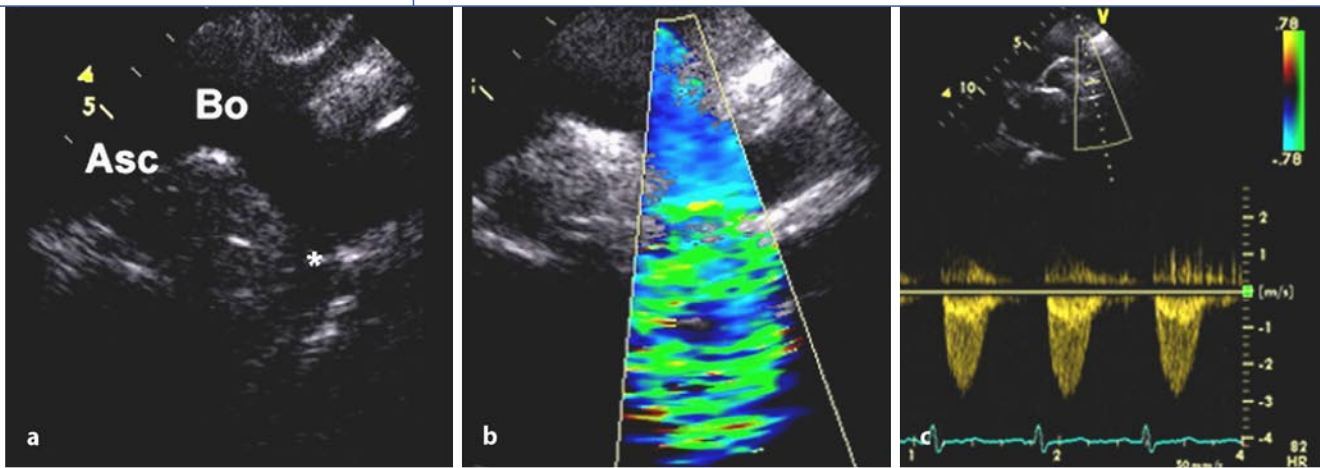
▲ Aortenisthmusstenose (transthorakale Echokardiographie, suprasternaler Blickwinkel). (a) Darstellung des Aortenbogens. Im Übergang zur proximalen Aorta descendens ist die Aortenisthmusstenose zu erkennen (Asterix). (b) Farb-Doppler-Sonographie, Darstellung von turbulentem Blutfluss am Ort der Stenose. (c) Mithilfe Continuous-wave-Doppler-Sonographie wird ein instantaner Ruhespitzen-druckgradient von 35 mmHg gemessen. Asc Aorta ascendens, Bo Aortenbogen, Asterix Aortenisthmusstenose
